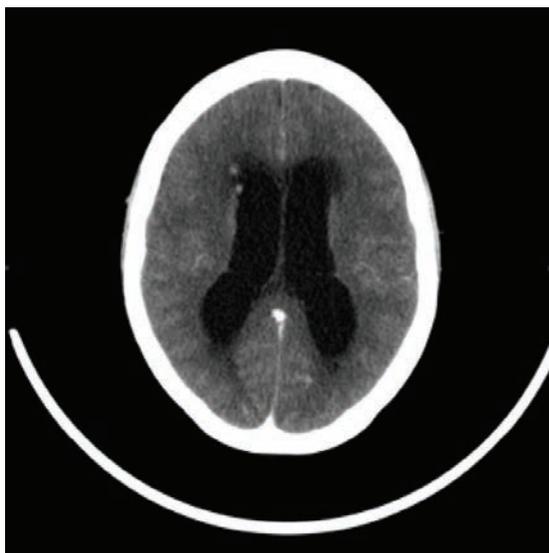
TAC cerebral. Metástasis subependimarias.
